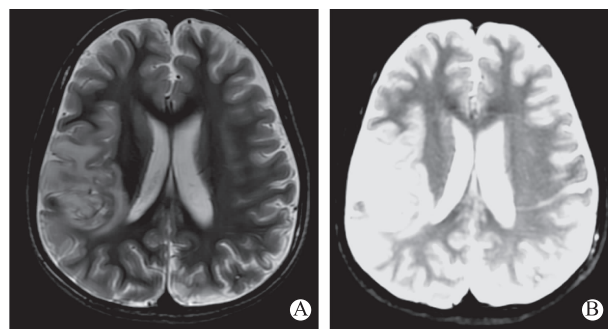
患儿头颅 MRI 表现 A 为 MRI 示右侧额顶叶、右侧岛叶、左侧枕叶皮层及皮层下多发病灶;B 为 DWI 示病变区 DWI 上呈高信号
